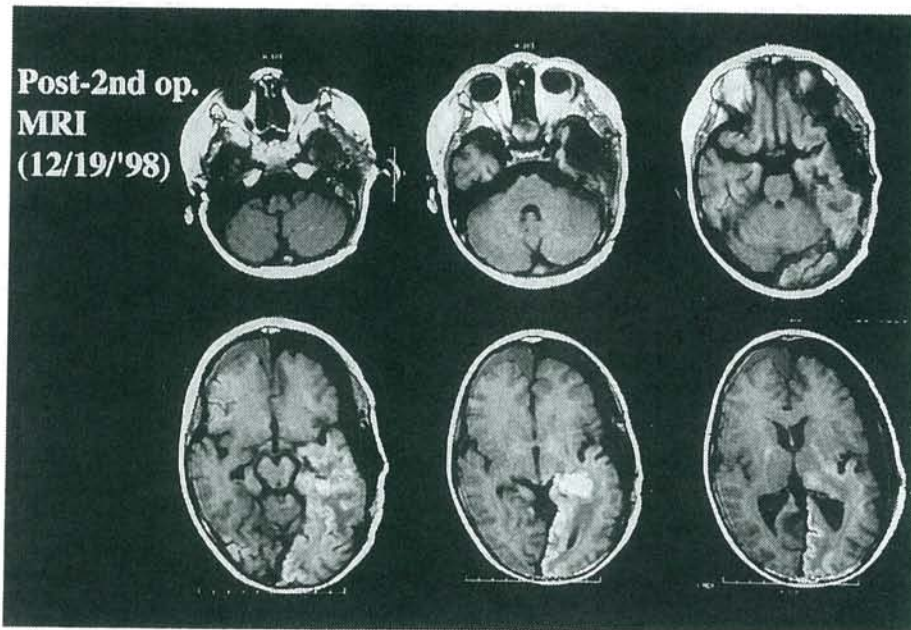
Postoperative Gd-DTPA MR imagings on the 2nd operation.
